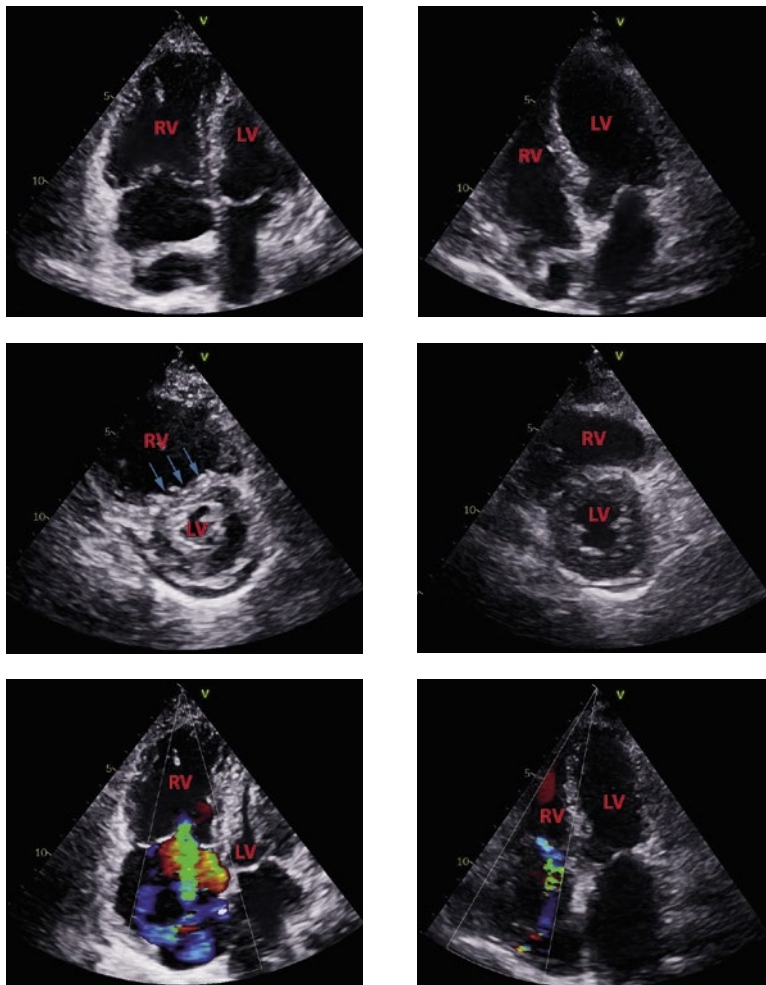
Echokardiografie einer 68-jährigen COVID-19-Patientin mit akuter Lungenembolie. Im Rahmen einer akuten Lungenembolie zeigen sich echokardiografisch, neben der Funktionseinschränkung des rechten Ventrikels, eine Dilatation der rechtsseitigen Herzhöhlen sowie indirekte Hinweise einer pulmonalen Druckerhöhung wie die Verlagerung des intraventrikulären Septums nach links, eine Zunahme der Trikuspidalinsuffizienz und eine Dilatation der Vena cava inferior.
